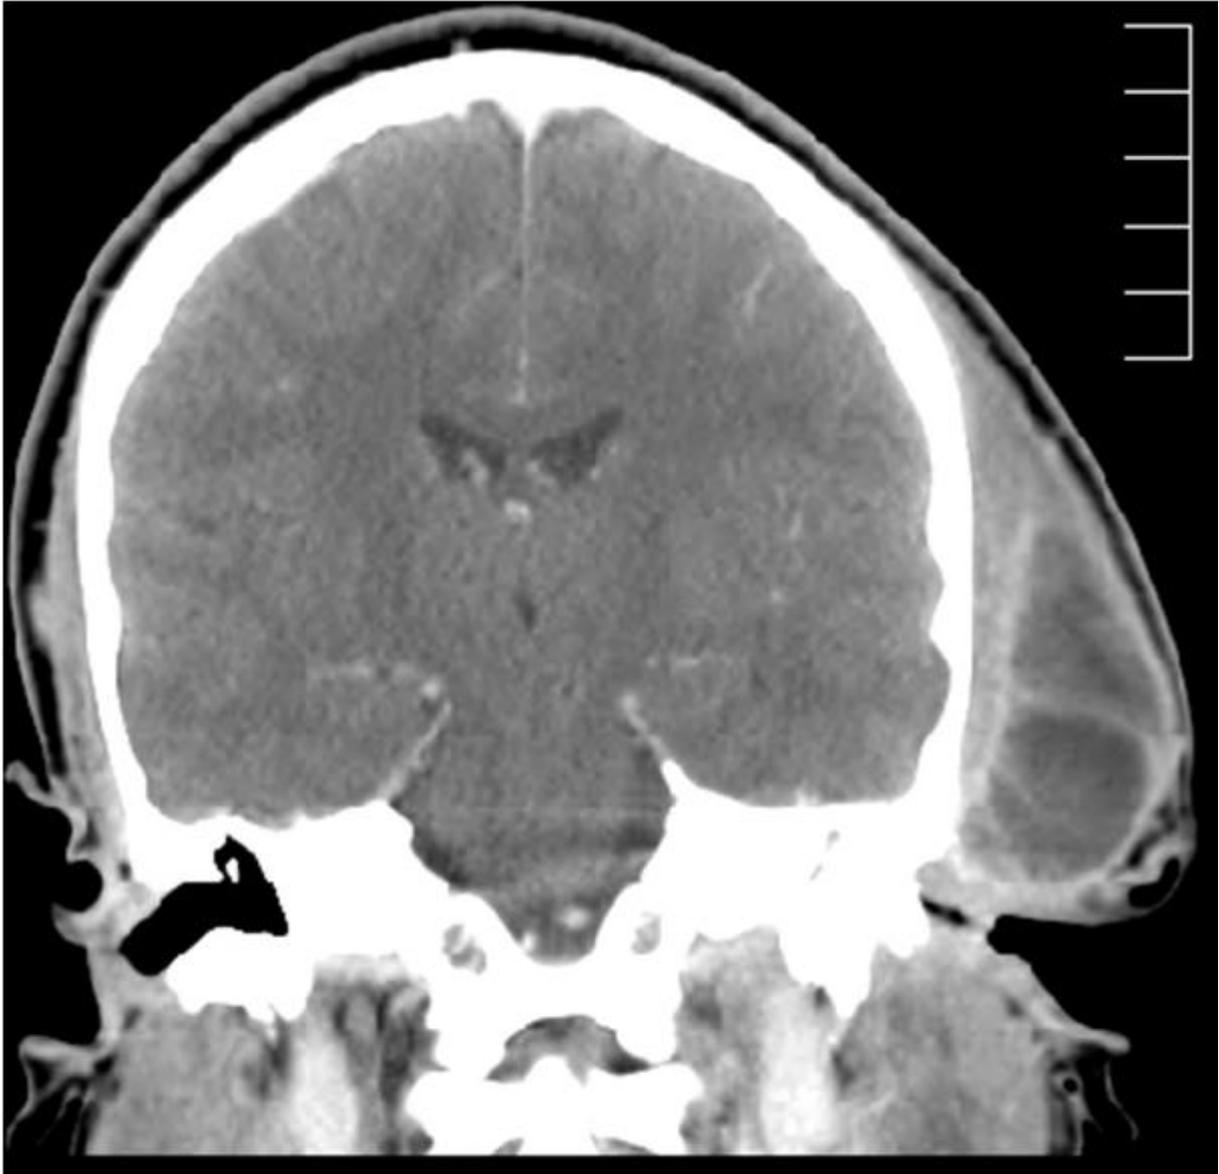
TC coronal crânio-encefálica de ouvido: Volumoso abscesso esquerdo com densidade heterogénea.
